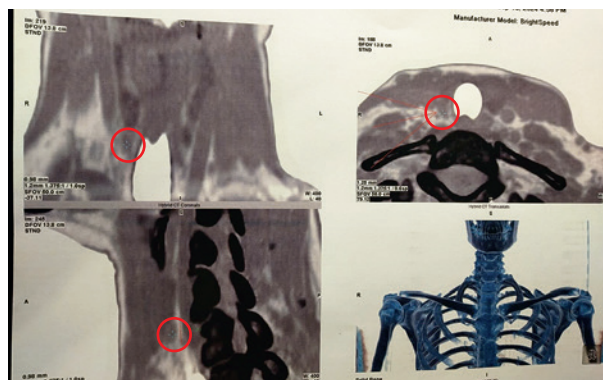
ОФЭКТ-КТ признаки функционально активного образования (аденома/гиперплазия) правой нижней паращитовидной железы
